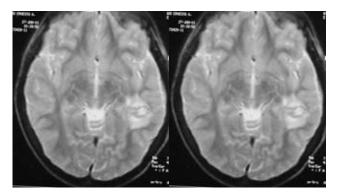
RM T1 y T2. Se aprecia la lesión (flechas).
